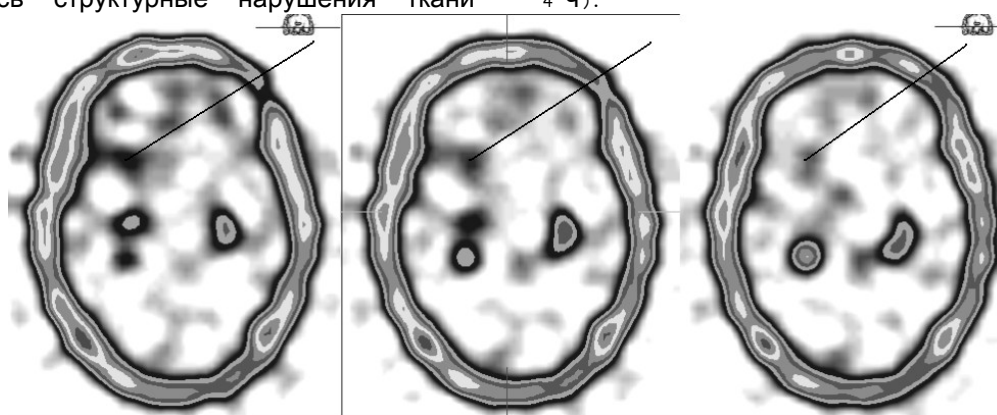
Больной С., 46 лет. Фибриллярно-протоплазматическая астроцитома правой лобной доли. Томосцинтиграммы головного мозга в аксиальной плоскости через 1 ч после введения РФП. Определяется асимметричное накопление РФП в структурах головного мозга (стрелка)
